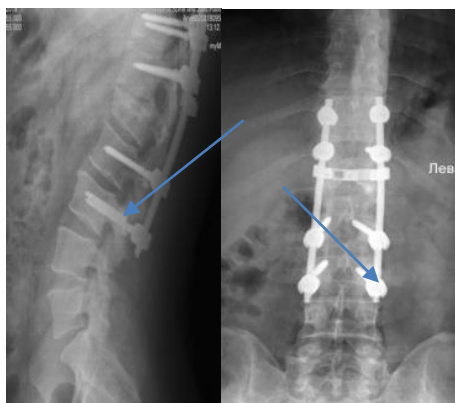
Рентгенограми хворого К., історія хвороби № 86753, з переломом нижніх гвинтів
